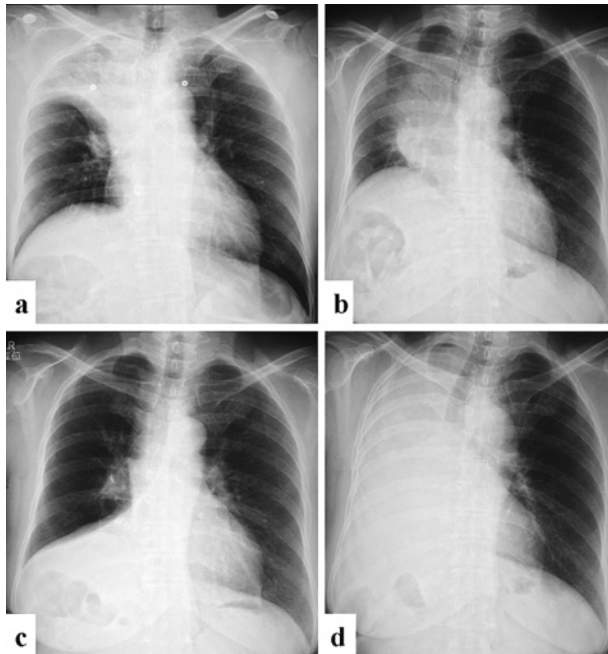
a) Chest radiograph on admission (September 6, 2004) showed atelectasis of right upper lobe. b) Chest radiograph on September 16, 2004 showed atelectasis of the right lower lobe. c) Chest radiograph on September 22, showed atelectasis of right middle and lower lobes. d) Chest radiograph on September 27, showed complete atelectasis of the right lung.
